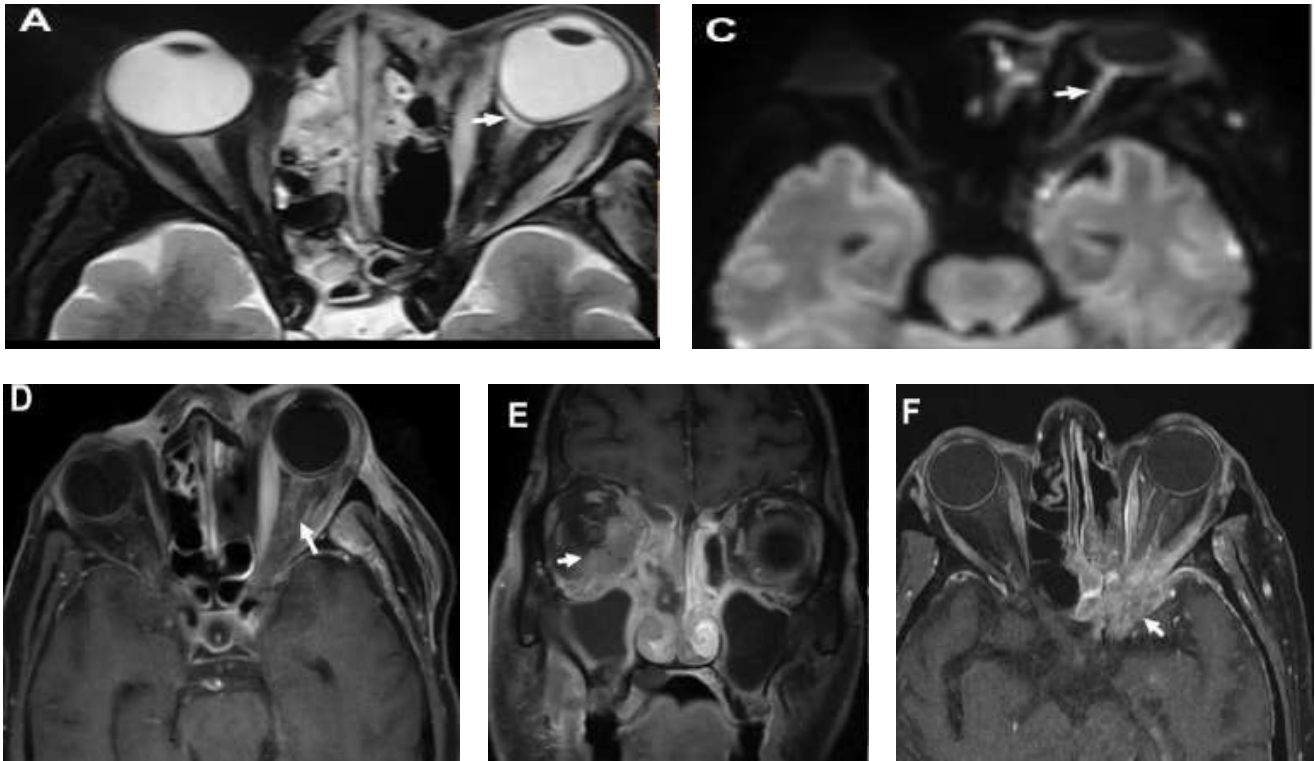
Key imaging features in stage 2 disease from 4 different patients showing varying degrees of orbital involvement. All 4 patients had recovered from coronavirus disease 2020 (COVID-19) and were readmitted between days 7 and 18. All had diabetes, with only 2 receiving both steroids and supplementary oxygen during COVID-19 illness. (AeB) Axial T2-weighted fat-suppressed image showing left posterior ocular globe tenting (arrow) similar to the shape of a guitar pick, indicating increased intraorbital pressure. (C) Axial diffusion-weighted image showing bright signal along the right optic nerve (arrow) indicating acute optic nerve ischemia. (D) Axial T1-weighted (T1W) fat-saturated postcontrast image shows thickened and enhancing entire left optic nerve and optic sheath with surrounding fat stranding (arrow). (E) Coronal T1W fat-saturated postcontrast image shows enhancing retro-orbital soft tissue along the medial and inferior aspects (bulky extraocular muscles) of right orbit (arrow). (F) Axial T1W fat-saturated postcontrast image depicts irregular enhancing soft tissue at the region of left orbital apex (arrow). Note the adjacent left sphenoid sinus involvement and postoperative changes in the ipsilateral ethmoids.
